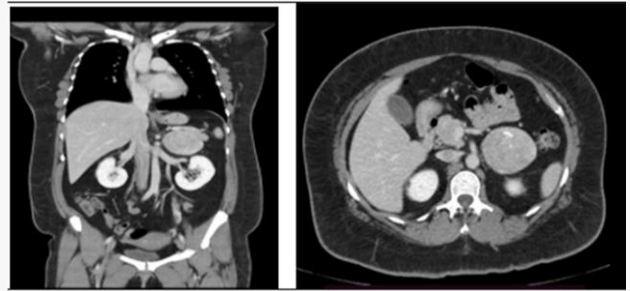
Tomografía computarizada de abdomen que evidencia masa adrenal izquierda sólida, bien delimitada, con calcificaciones internas.
